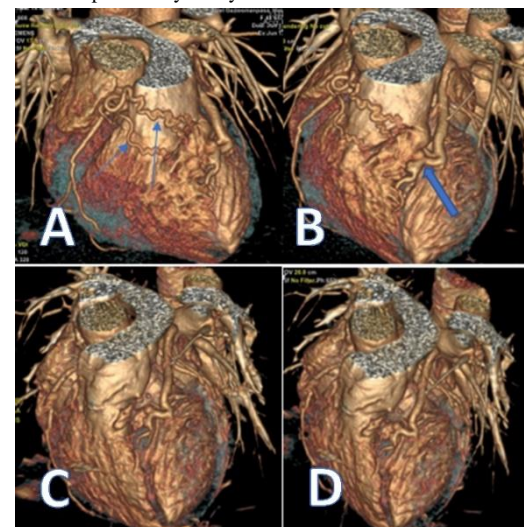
Three-dimensional volume rendered image from coronary CTA, showing that the coronary-to-bronchial artery fistula (CBF) originating from the right coronary artery (RCA) coursed through the right wall of the right atrium and connected to the left bronchial artery behind the right atrium.
